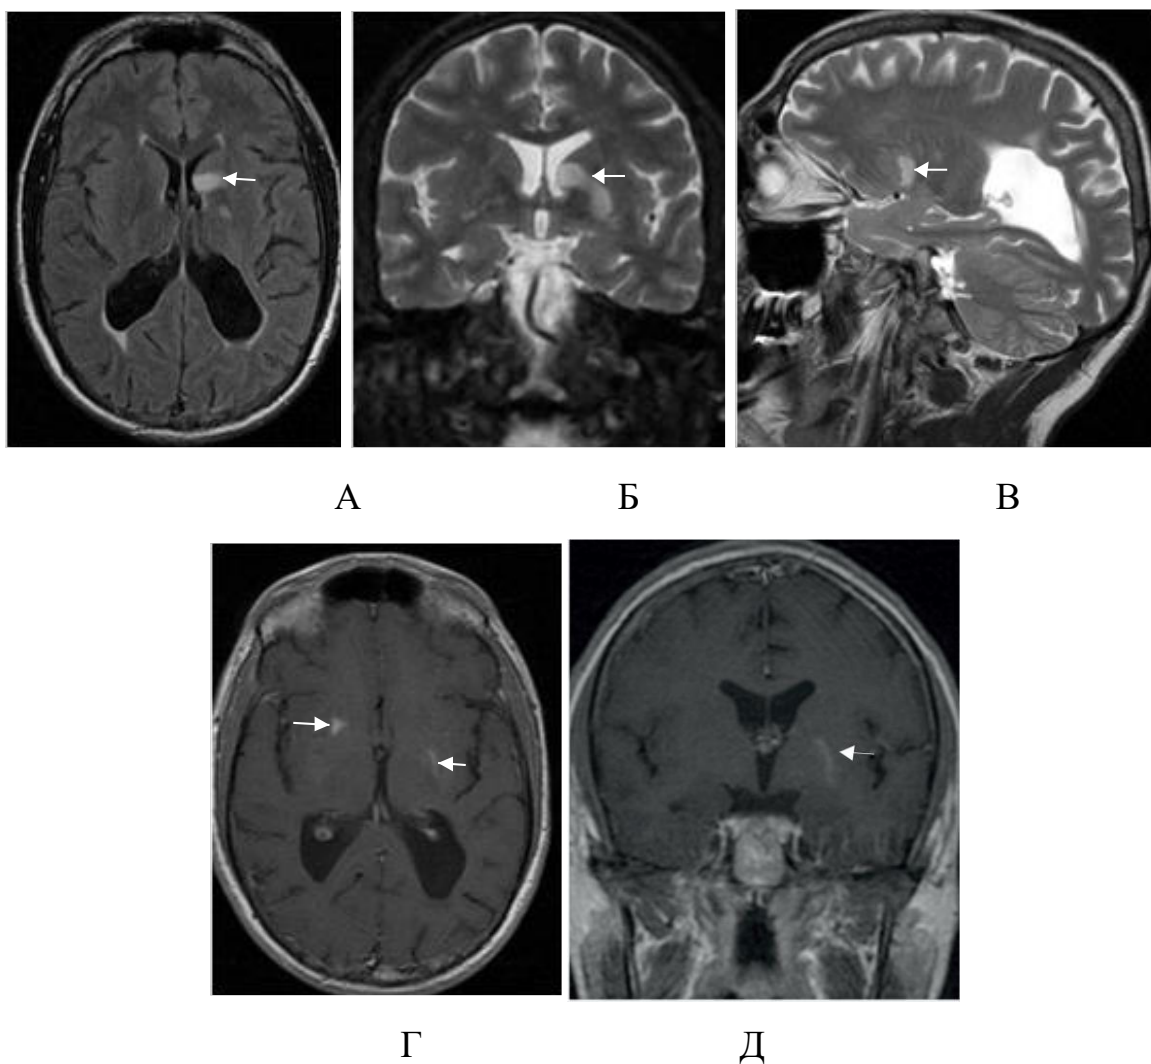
Пациент, 39 лет, вирусный энцефалит с определением варицелла Зостер в ликворе (И/б 662). А –FLAIR, Б, В –Т2 ВИ, Г, Д - Т1 ВИ с контрастированием: многоочаговое поражение, наиболее крупный очаг (белые стрелки) визуализируется на уровне заднего края хвостатого ядра и распространяется вниз и латерально вдоль внутренней капсулы. Накопление парамагнетика происходит единичными очагами в правой лобной доле и в левой теменной доле
